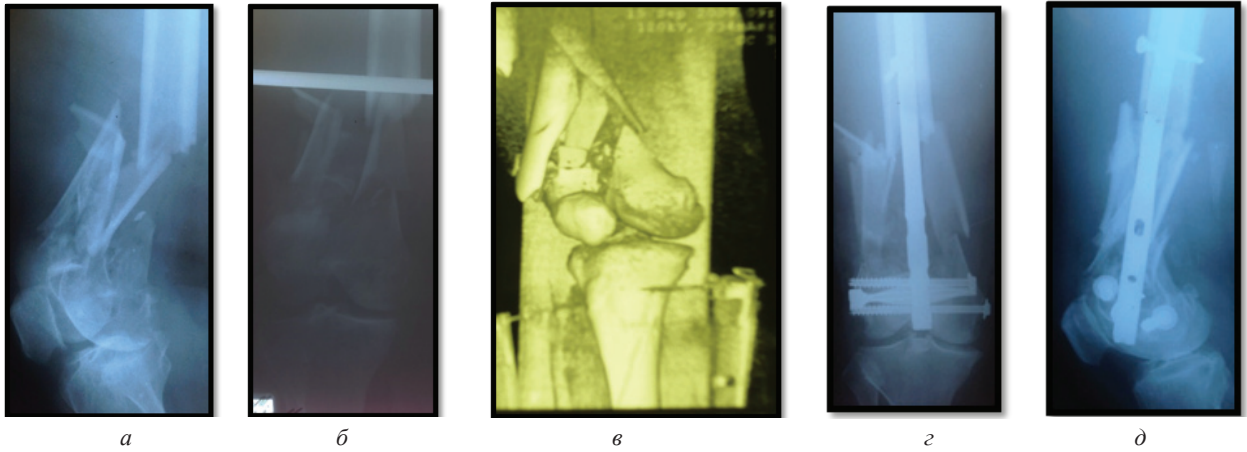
Рентгенограммы бедренной кости до операции и после оперативного лечения
